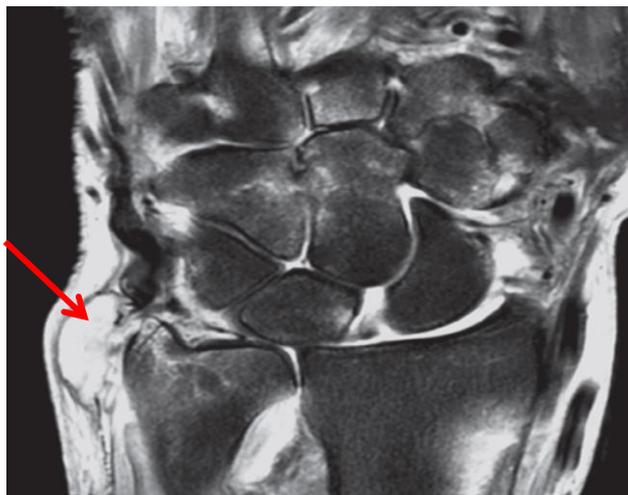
IRM du poignet. Coupe coronale en pondération T2 : bursite parastyloïdienne ulnaire
